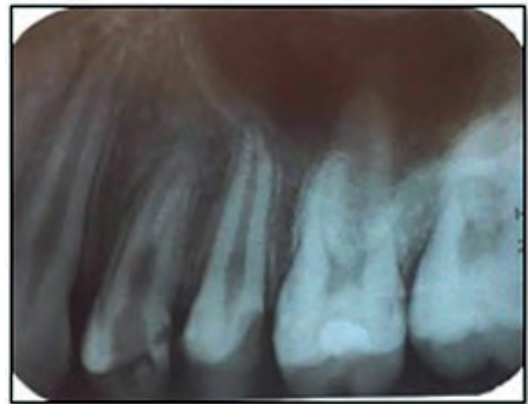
Radiografía inicial diente 2.4
